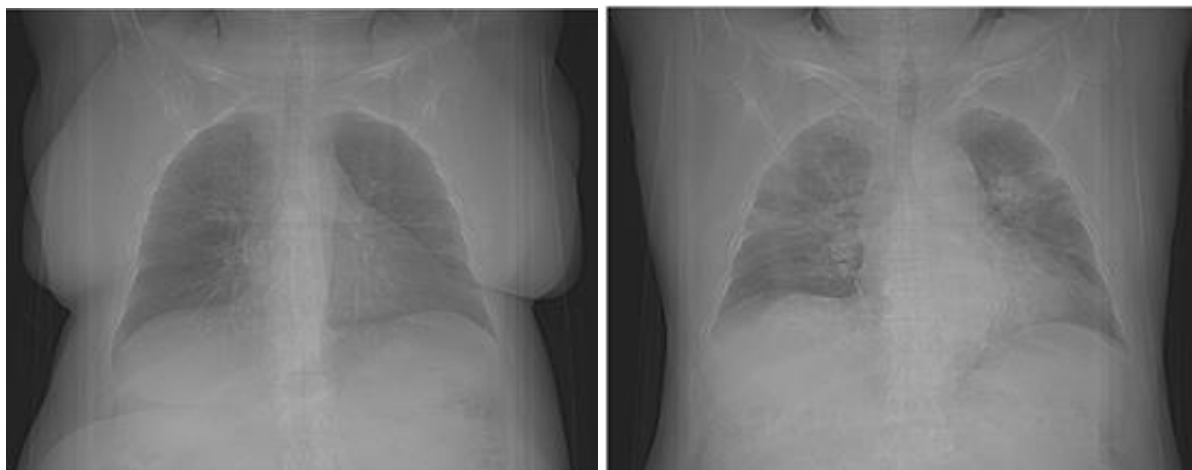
Компьютерная томограмма при COVID-19-ассоциированной пневмонии (слева КТ2; справа КТ3)
